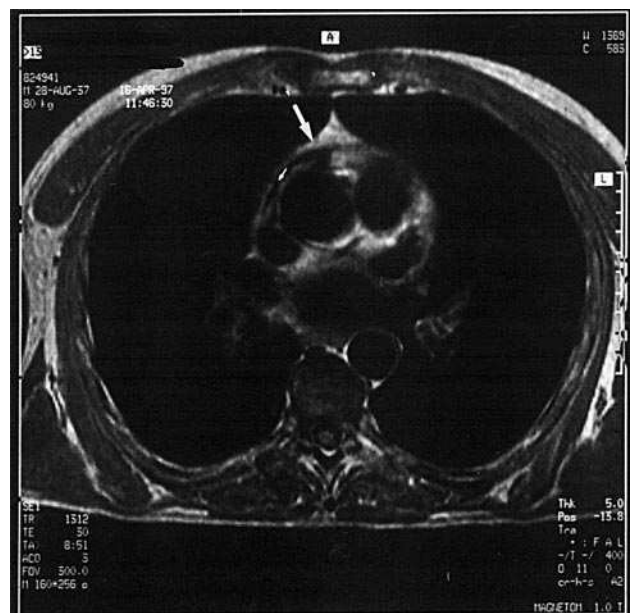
Resonancia magnética cardíaca: origen de la arteria coronaria derecha (flecha grande) alto y situado a la izquierda de la pared aórtica anterior con posible inclusión del tronco proximal del vaso (flecha pequeña) en la pared aórtica.
